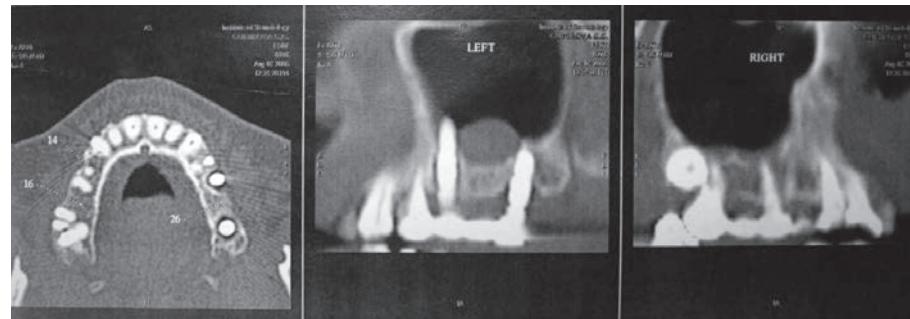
Спиральная компьютерная томография верхней челюсти до удаления имплантатов
